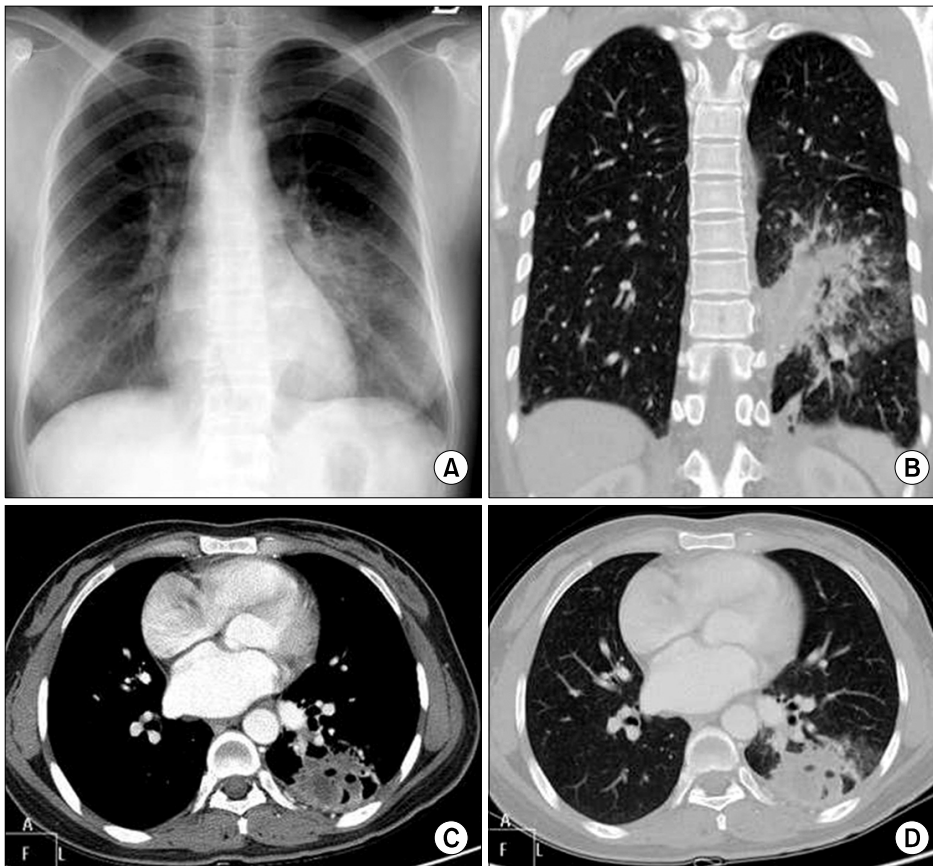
(A) Chest radiograph on admission showed a patchy consolidation in the left lower hemithorax. (B~D) CT scan of chest revealed irregularly shaped multiloculated cystic consolidation at superior segment and posterior basal segment of left lower lobe.
